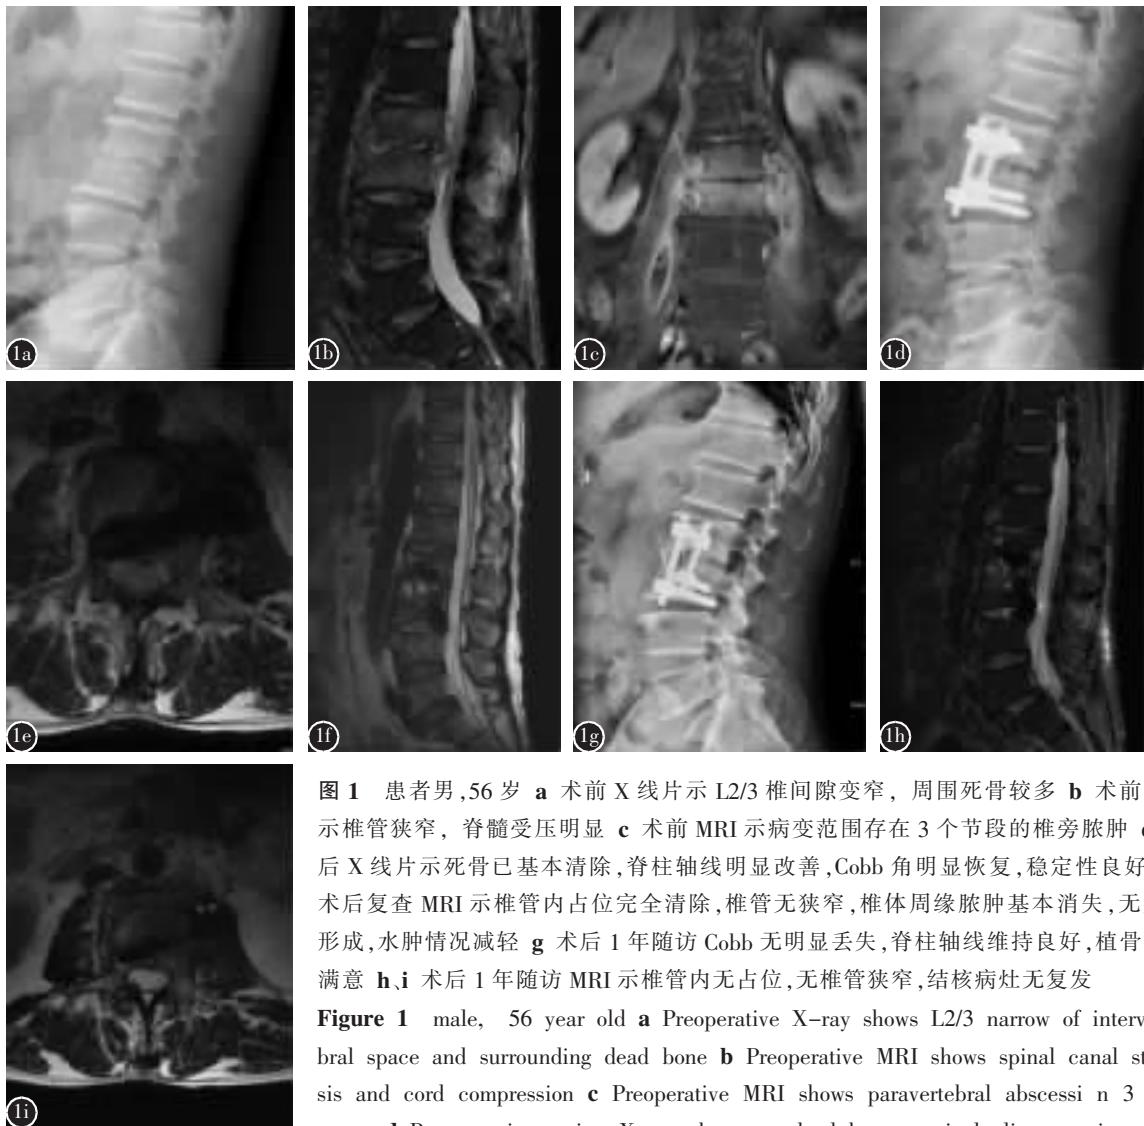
患者男, 56 岁 a 术前 X 线片示 L2/3 椎间隙变窄, 周围死骨较多 b 术前 MRI 示椎管狭窄, 脊髓受压明显 c 术前 MRI 示病变范围存在 3 个节段的椎旁脓肿 d 术后 X 线片示死骨已基本清除, 脊柱轴线明显改善, Cobb 角明显恢复, 稳定性良好 e,f 术后复查 MRI 示椎管内占位完全清除, 椎管无狭窄, 椎体周缘脓肿基本消失, 无空腔形成, 水肿情况减轻 g 术后 1 年随访 Cobb 无明显丢失, 脊柱轴线维持良好, 植骨融合满意 h,i 术后 1 年随访 MRI 示椎管内无占位, 无椎管狭窄, 结核病灶无复发
